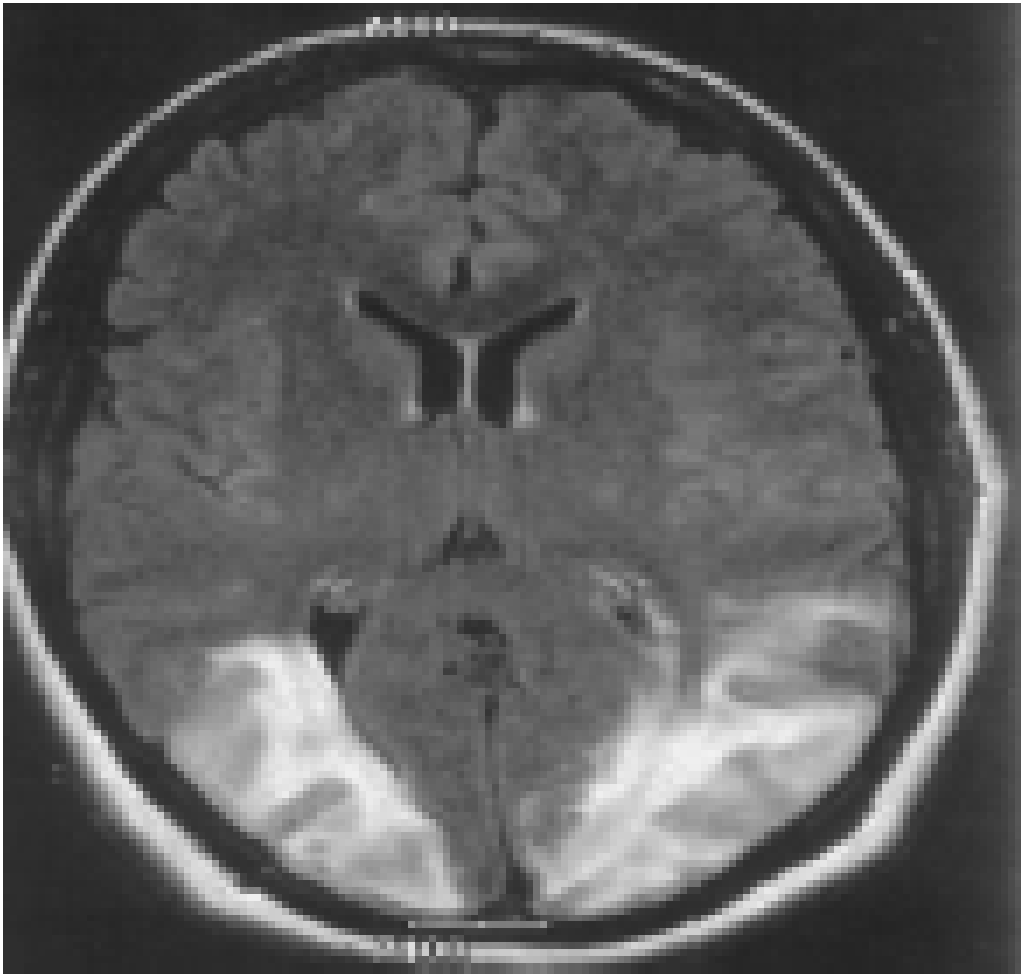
IRM coupe axiale, séquence T2: un oedème vasogénique occipital bilatérale chez une PRES avec cécité corticale [155].
